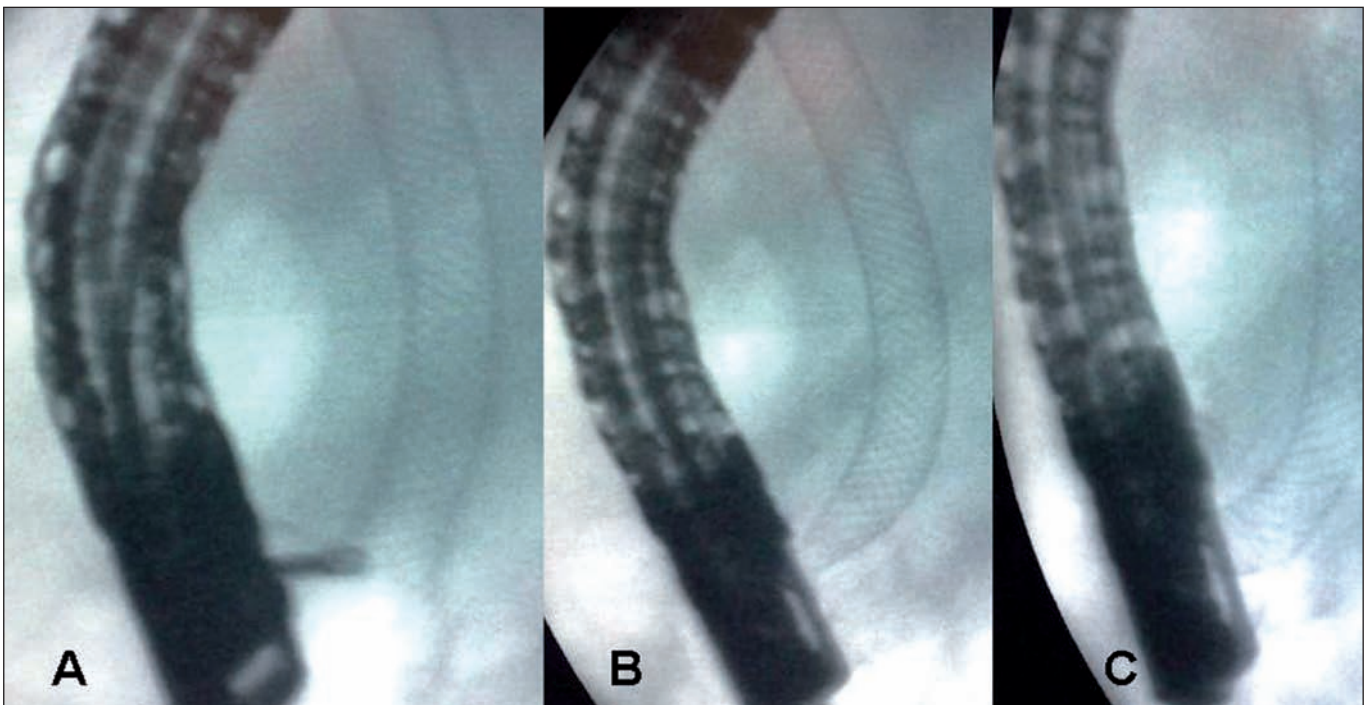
Radiografías que muestran la extracción de la *Wallflex* biliar totalmente recubierta. A. El extremo distal duodenal se ase con una pinza de cuerpos extraños. B. Se introduce en el canal de trabajo del endoscopio. C. Extracción de toda la prótesis a través del canal de trabajo del duodenoscopio, sin necesidad de perder la posición endoscópica delante de la papila de Vater.
